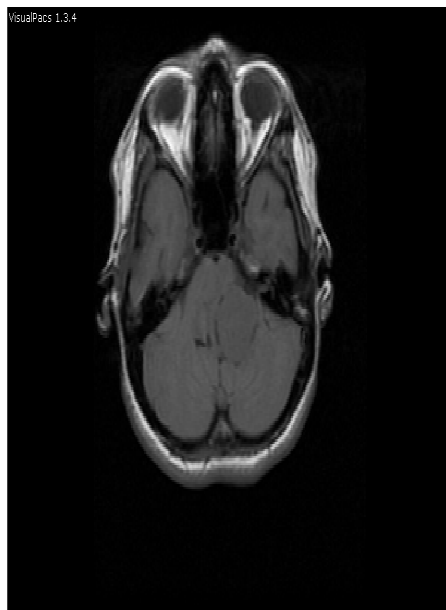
IRM cérébrale montrant une lésion de l'angle pontocérébelleux gauche hypointense en T1 prenant le contraste.
